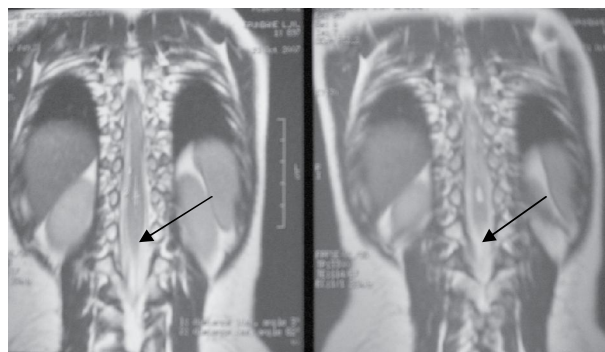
КТ изображения больной С. 7 лет с диастематомиелией. Отмечается костная перегородка на уровне Th 12 – L1 позвонков (указано стрелкой)
